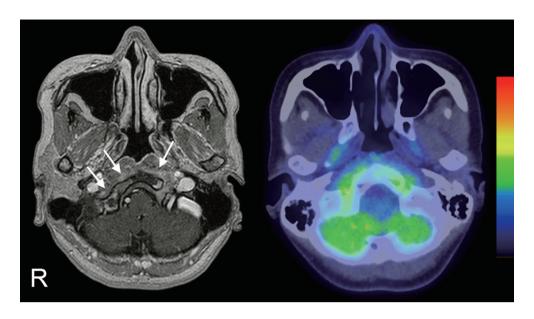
Gadolinium-enhanced  $T_1$ -weighted image (Axial, 1.5T; TR 400ms, TE 14ms) (left) and  $^{18}$ F-FDG-PET/CT image (right).
